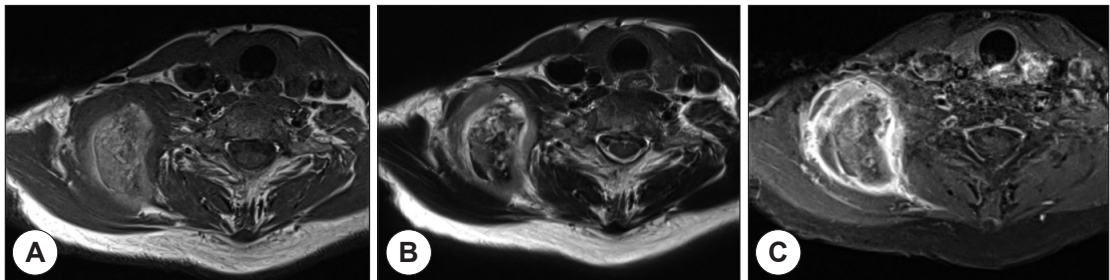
Axial MRI findings of T1 weighed image (A), T2 weighed image (B) and enhanced T1 weighed image (C) also shows the 4.0×5.3×6.4 cm sized relatively well defined fusiform mass with peripheral edema.
